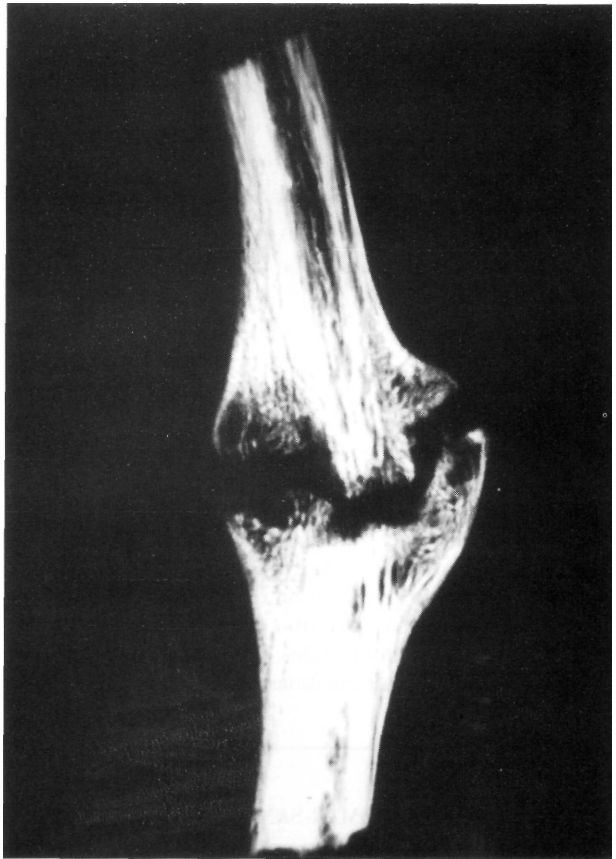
Las radiografías de la pieza resecada muestran la solución de continuidad del hueso con neoformación de hueso perióstico. Es evidente la presencia de una línea radiolúcida.
